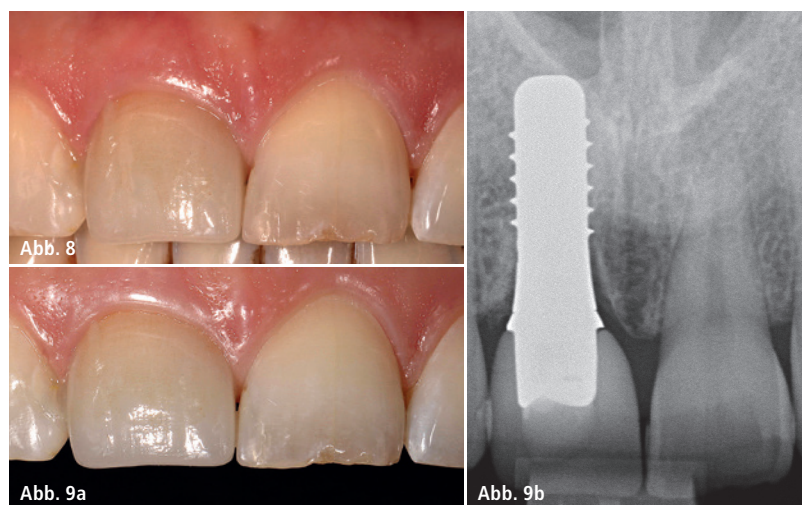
Klinisches Abschlussbild. – Abb. 9a und b: Das klinische Bild und die Röntgenkontrolle nach zwei Jahren zeigen reizfreie periimplantäre Verhältnisse.
